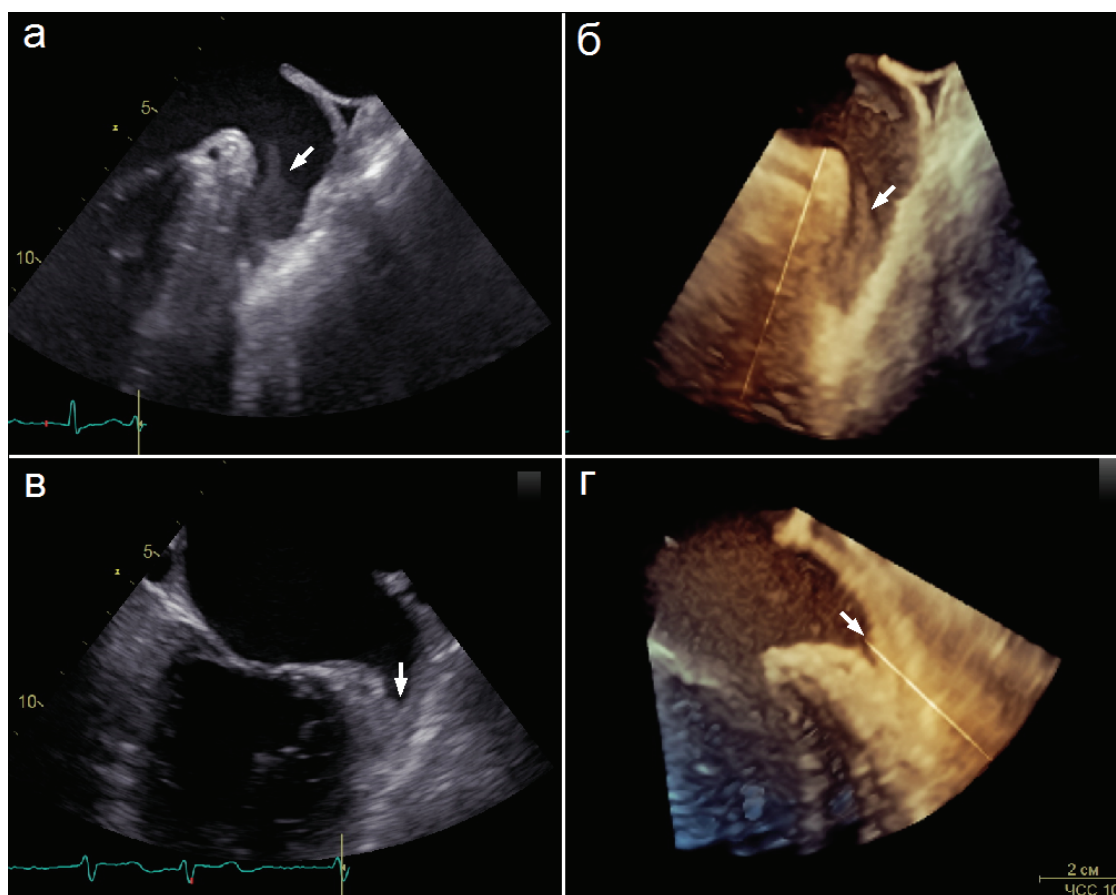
Тромб (указан стрелкой) у пациента, не болевшего (а, б) и перенесшего коронавирусную инфекцию (в, г), при двухмерной (а, в) и трехмерной (б, г) чреспищеводной эхокардиографии
